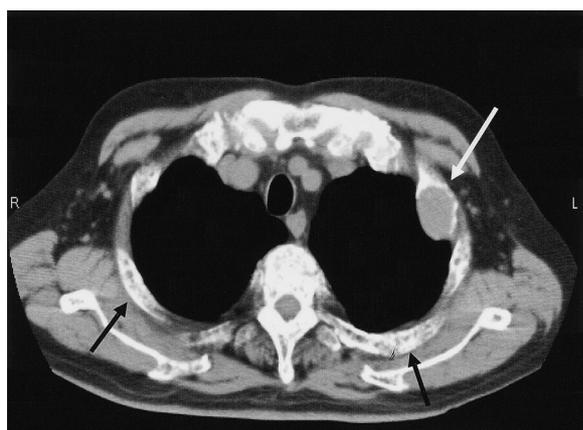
Computerised tomography revealed a soft tissue mass (white arrow) and osteolytic change with punched out lesions in thoracic spine and costae (black arrows).
